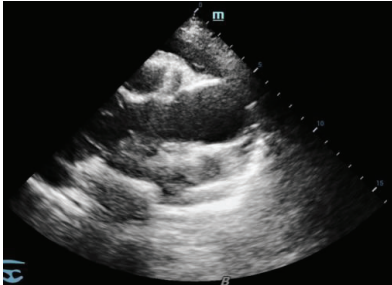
7 月 26 日超声提示中-大量心包积液
